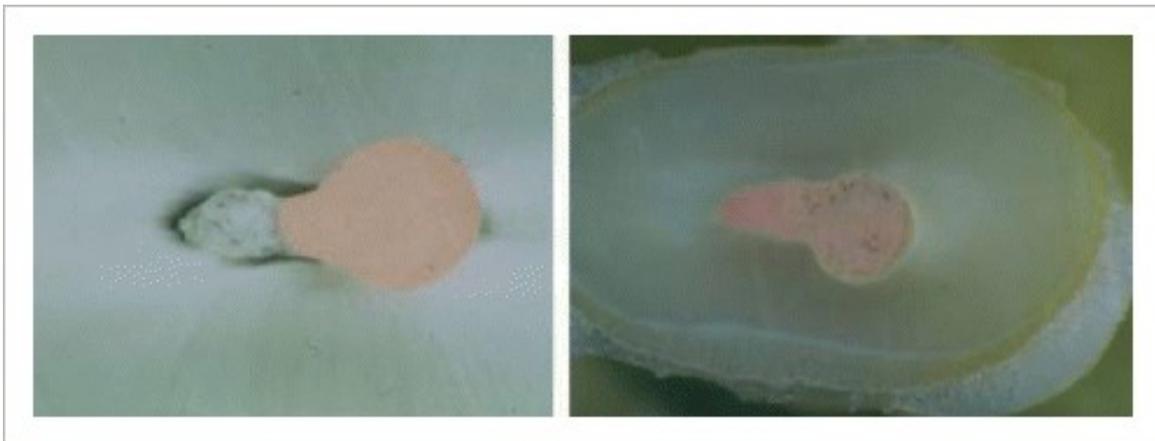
Residuos de dentina empaquetados en un conducto radicular de forma ovalada después de irrigación convencional con jeringa (izquierda) y conducto ovalado limpio después de 3 min de PUI (derecha). (Fuente: LWM Van Der Sluis, M. Versluis, mk wu, PR Wesselink. Passive ultrasonic irrigation of the root canal Int. Endodontic Journal 2007; 40 (6): 41 Pp. 420).
